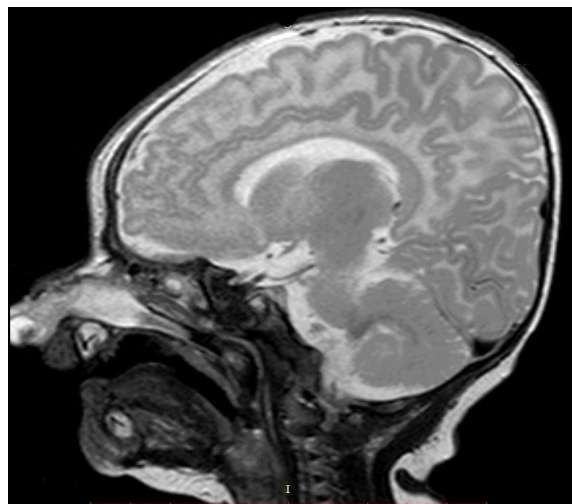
МРТ исследование околоносовых пазух, основания черепа, головного мозга с в/в контрастированием пациента П., 1 месяц от 19.08.2016 года
